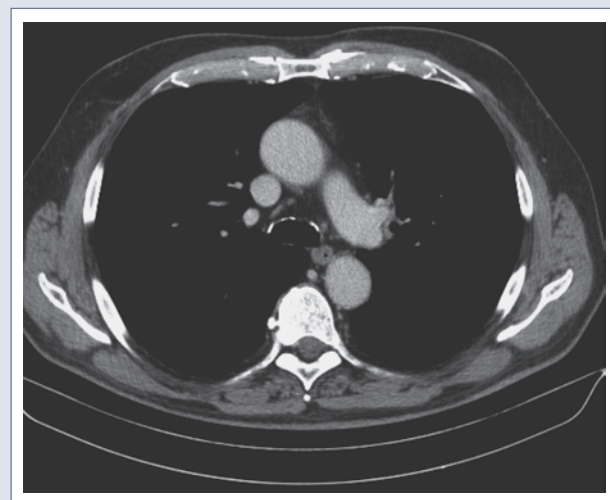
Thorax-CT, Weichteilfenster. Unauffällige Lymphknoten-Stationen
